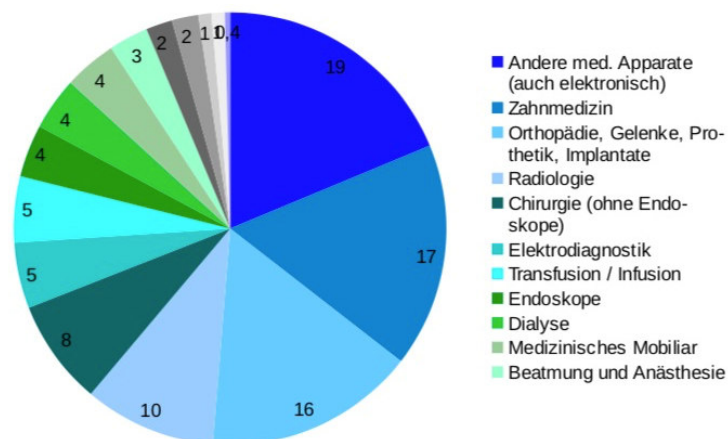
Produktionsschwerpunkte der deutschen Hersteller (Anteile am Gesamtproduktionswert in %) [SPECT 2014], Darstellung PwC Strategy&
